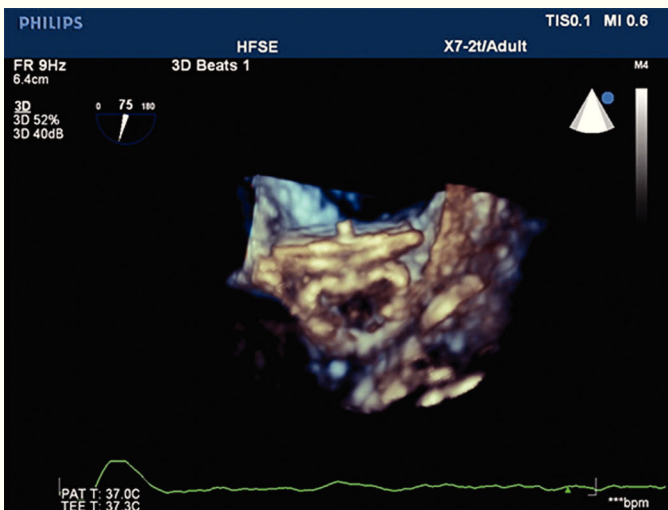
Imagem tridimensional do ecocardiograma transesofágico mostrando alguns dos sinais de adequado posicionamento do dispositivo, como a compressão do lobo, e a separação entre o lobo e o disco, que apresenta configuração côncava, ocluindo o óstio do apêndice atrial esquerdo.
